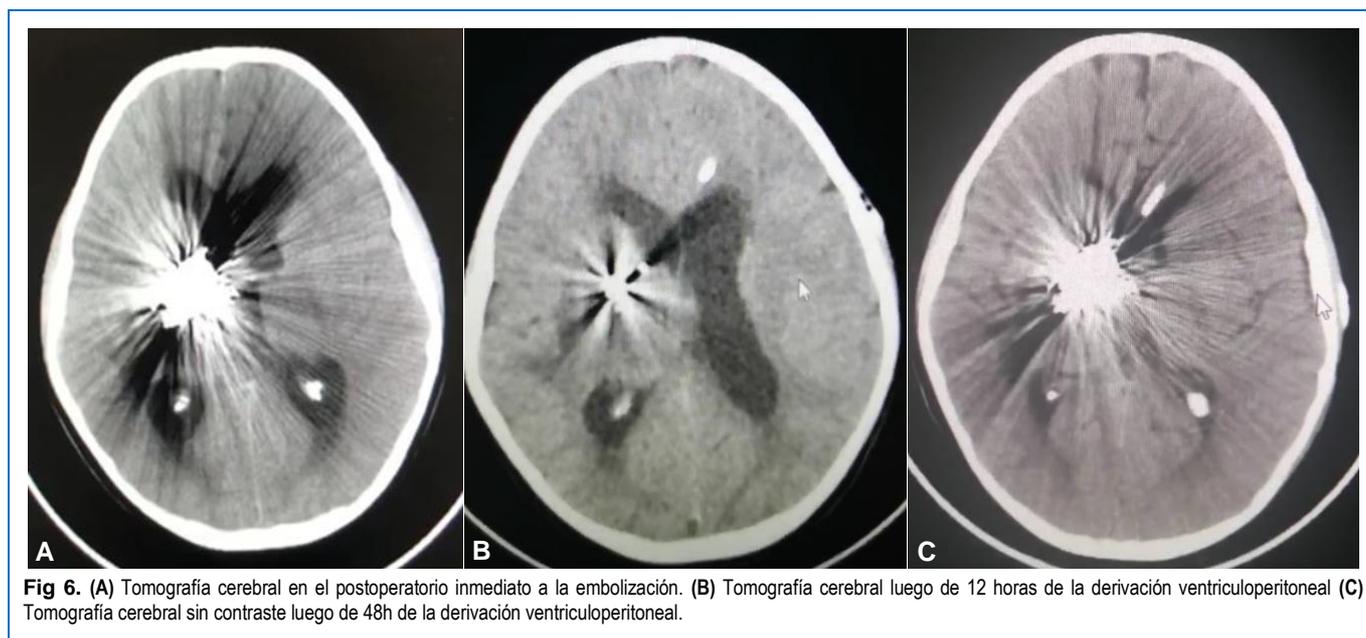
(A) Tomografía cerebral en el postoperatorio inmediato a la embolización. (B) Tomografía cerebral luego de 12 horas de la derivación ventriculoperitoneal (C) Tomografía cerebral sin contraste luego de 48h de la derivación ventriculoperitoneal.
